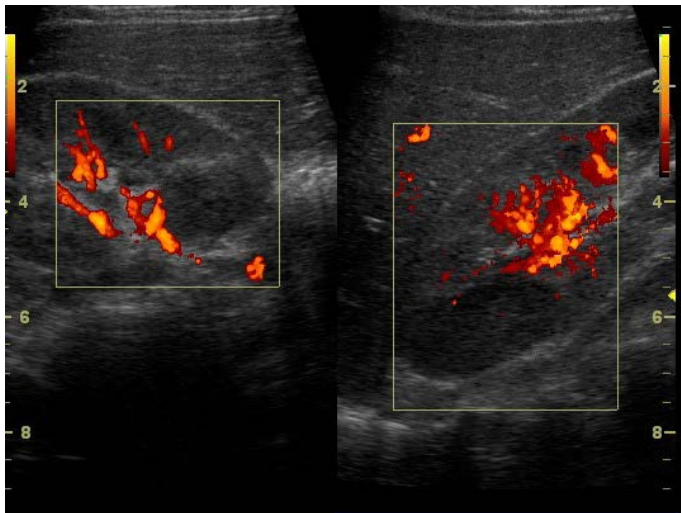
Criança de 18 meses em investigação de febre de origem obscura. O rim direito apresenta dimensões maiores que o contralateral com áreas hipoeecóicas no polo superior e terço médio. A avaliação com Power Doppler evidencia importante redução do fluxo vascular nestas áreas, compatível com pielonefrite focal.
